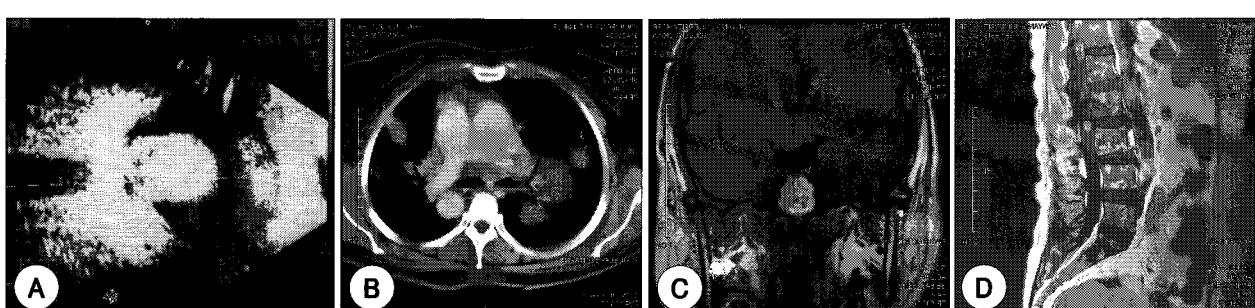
Multiple distant metastasis was developed at eye, lung, brain and vertebra despite of chemotherapy and radiotherapy. A : Orbital sonogram. B : Chest CT. C : Brain MRI. D : L-spine MRI.
